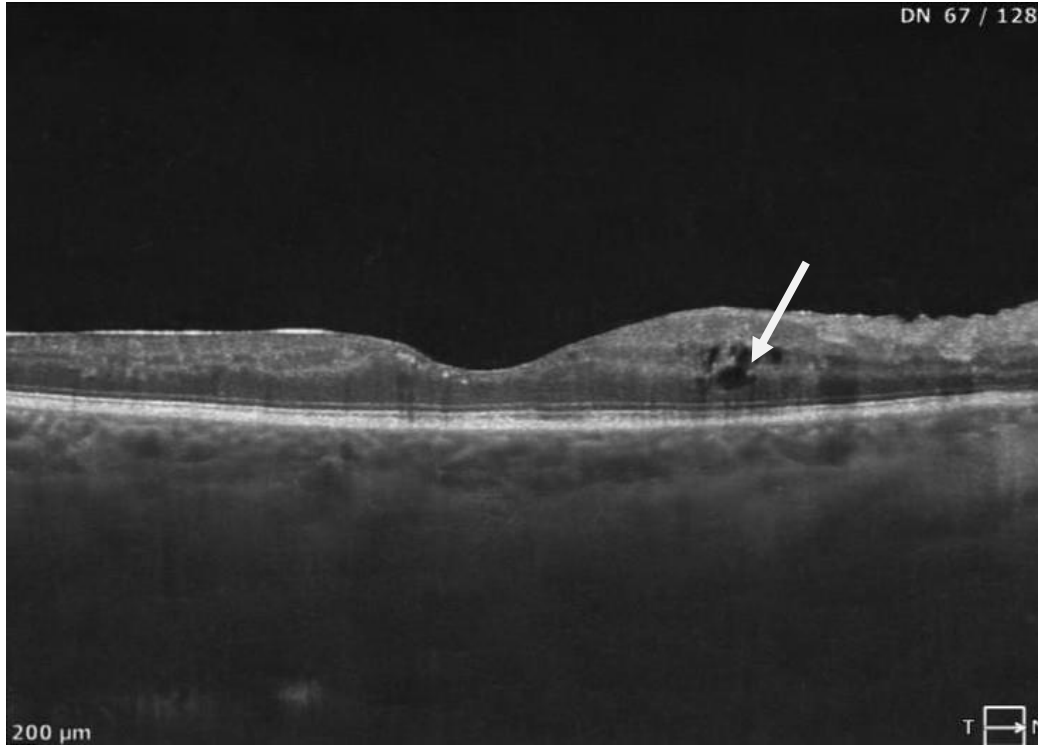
Оптична когерентна томографія макулярної ділянки сітківки у пацієнта з ДМН (стрілкою позначено кістоподібний набряк сітківки)
